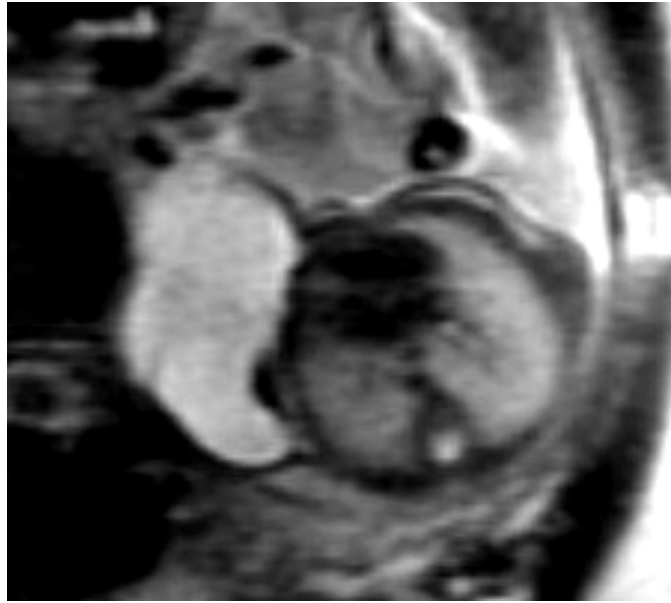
RMN (T2 SSFSE): Linfangioma ascellare (33 settimane). Sezione assiale.
